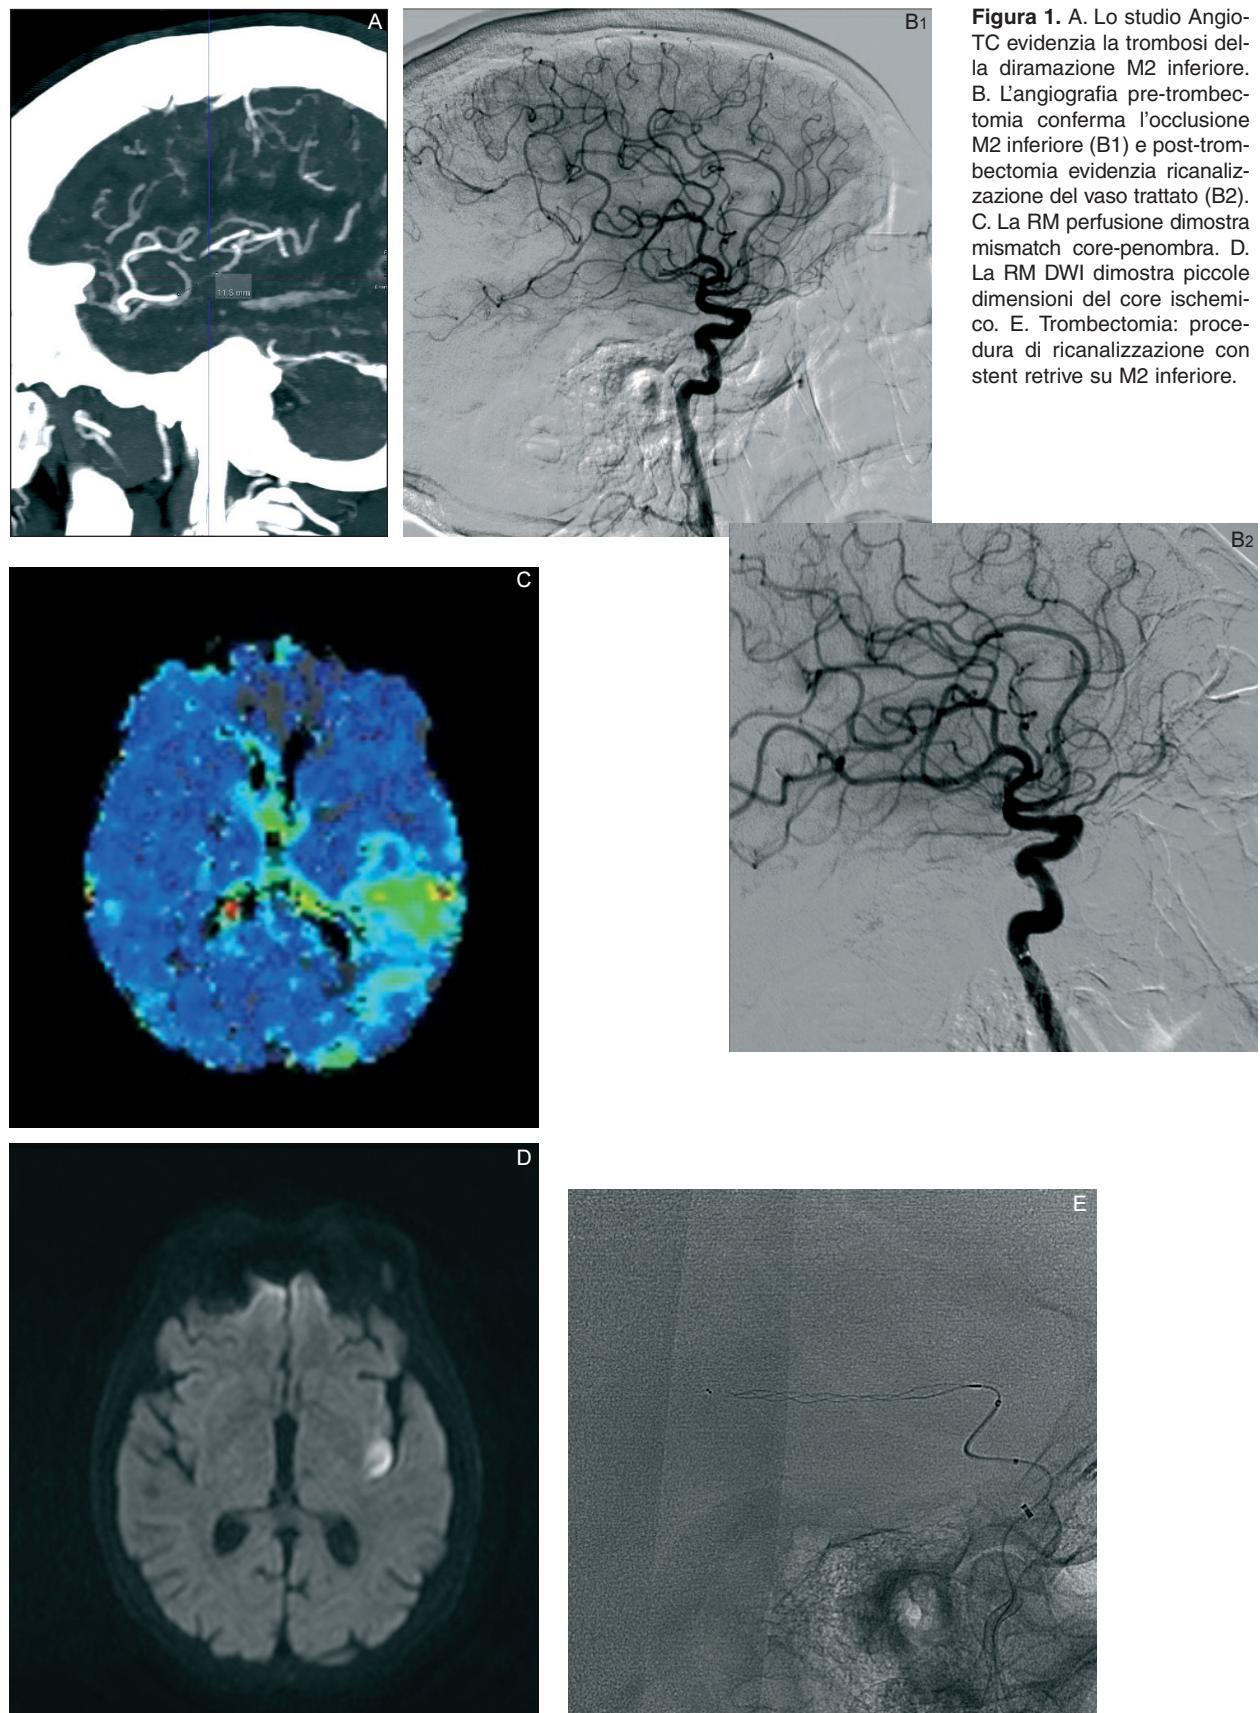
A. Lo studio Angio-TC evidenzia la trombosi della diramazione M2 inferiore. B. L'angiografia pre-trombectomia conferma l'occlusione M2 inferiore (B1) e post-trombectomia evidenzia ricanalizzazione del vaso trattato (B2). C. La RM perfusione dimostra mismatch core-penombra. D. La RM DWI dimostra piccole dimensioni del core ischemico. E. Trombectomia: procedura di ricanalizzazione con stent retriever su M2 inferiore.
